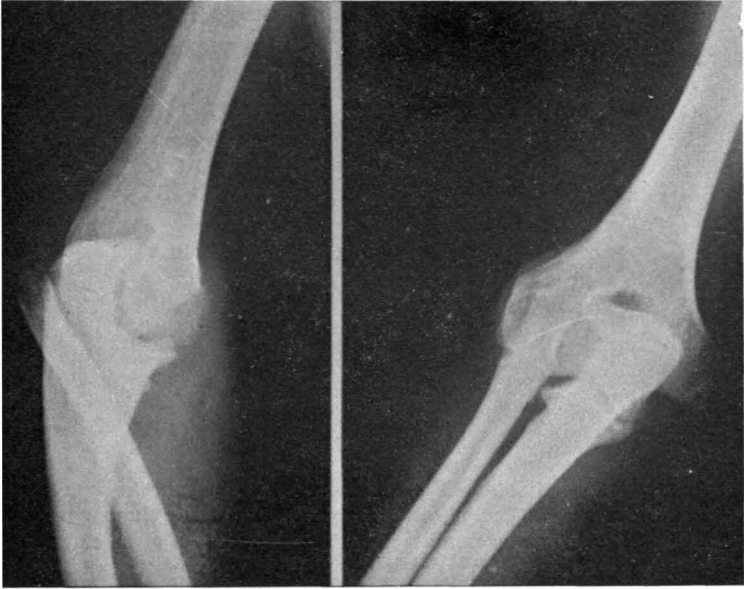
Radiografía lateral y anteroposterior en la que se observa la luxación posterior de la extremidad superior del radio.
